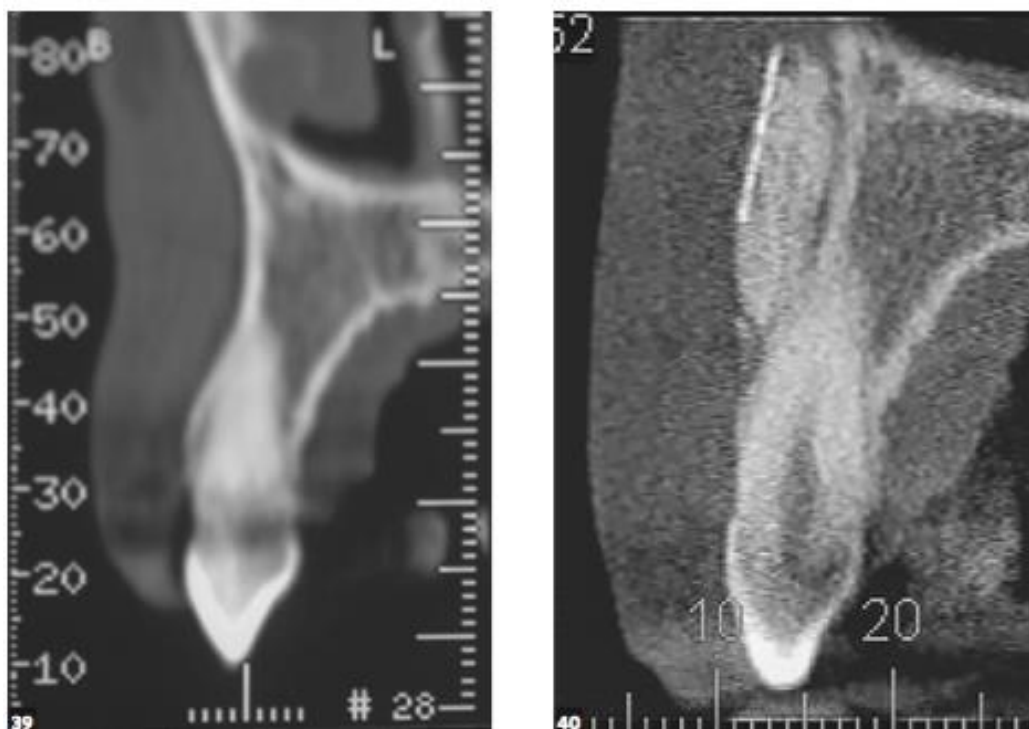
Tomografia computadorizada mostrando a presença de material enxertado, com o Bio-Oss preso apicalmente ao dente, abaixo da tela de titânio
